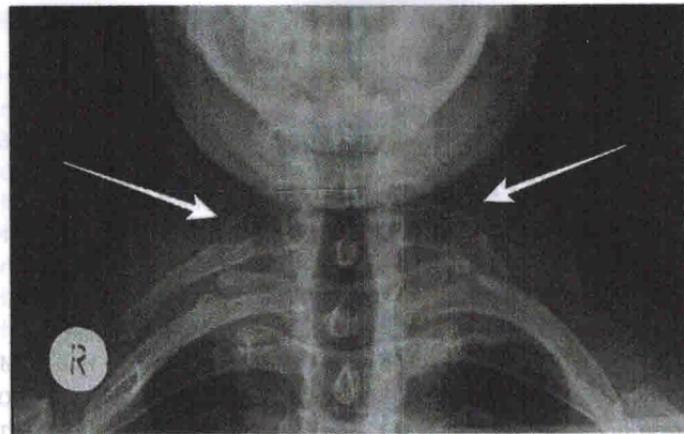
Пациент Б., 36 лет. Прямая рентгенограмма области шейно-грудного перехода. Двусторонние истинные шейные ребра у  $C_{VII}$  позвонка (указаны стрелками). Асимметричное развитие. Клинически — правосторонняя плечевая плексопатия
